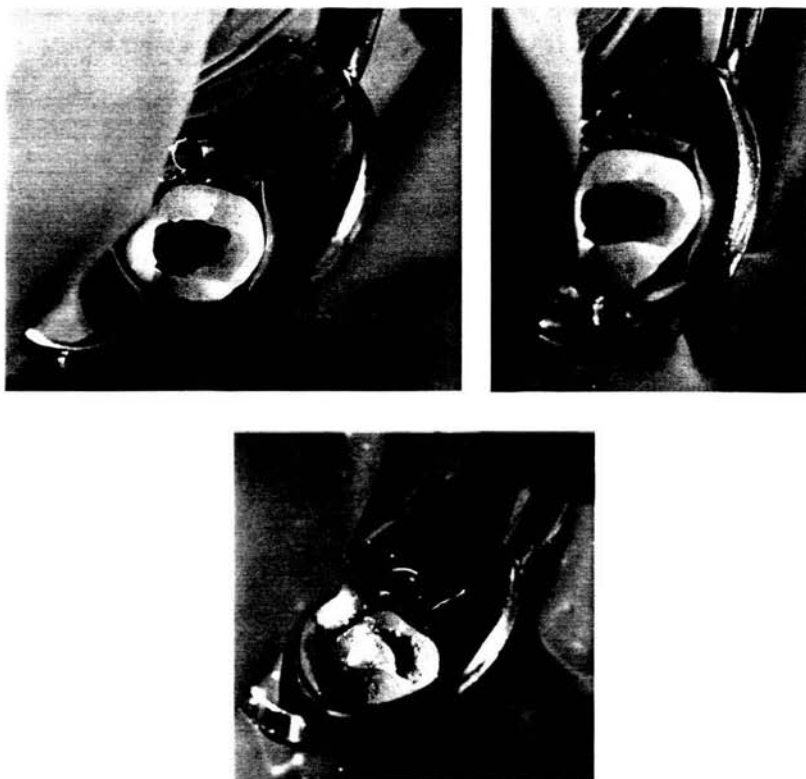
Realización de la pulpotomía y obturación con IRM
